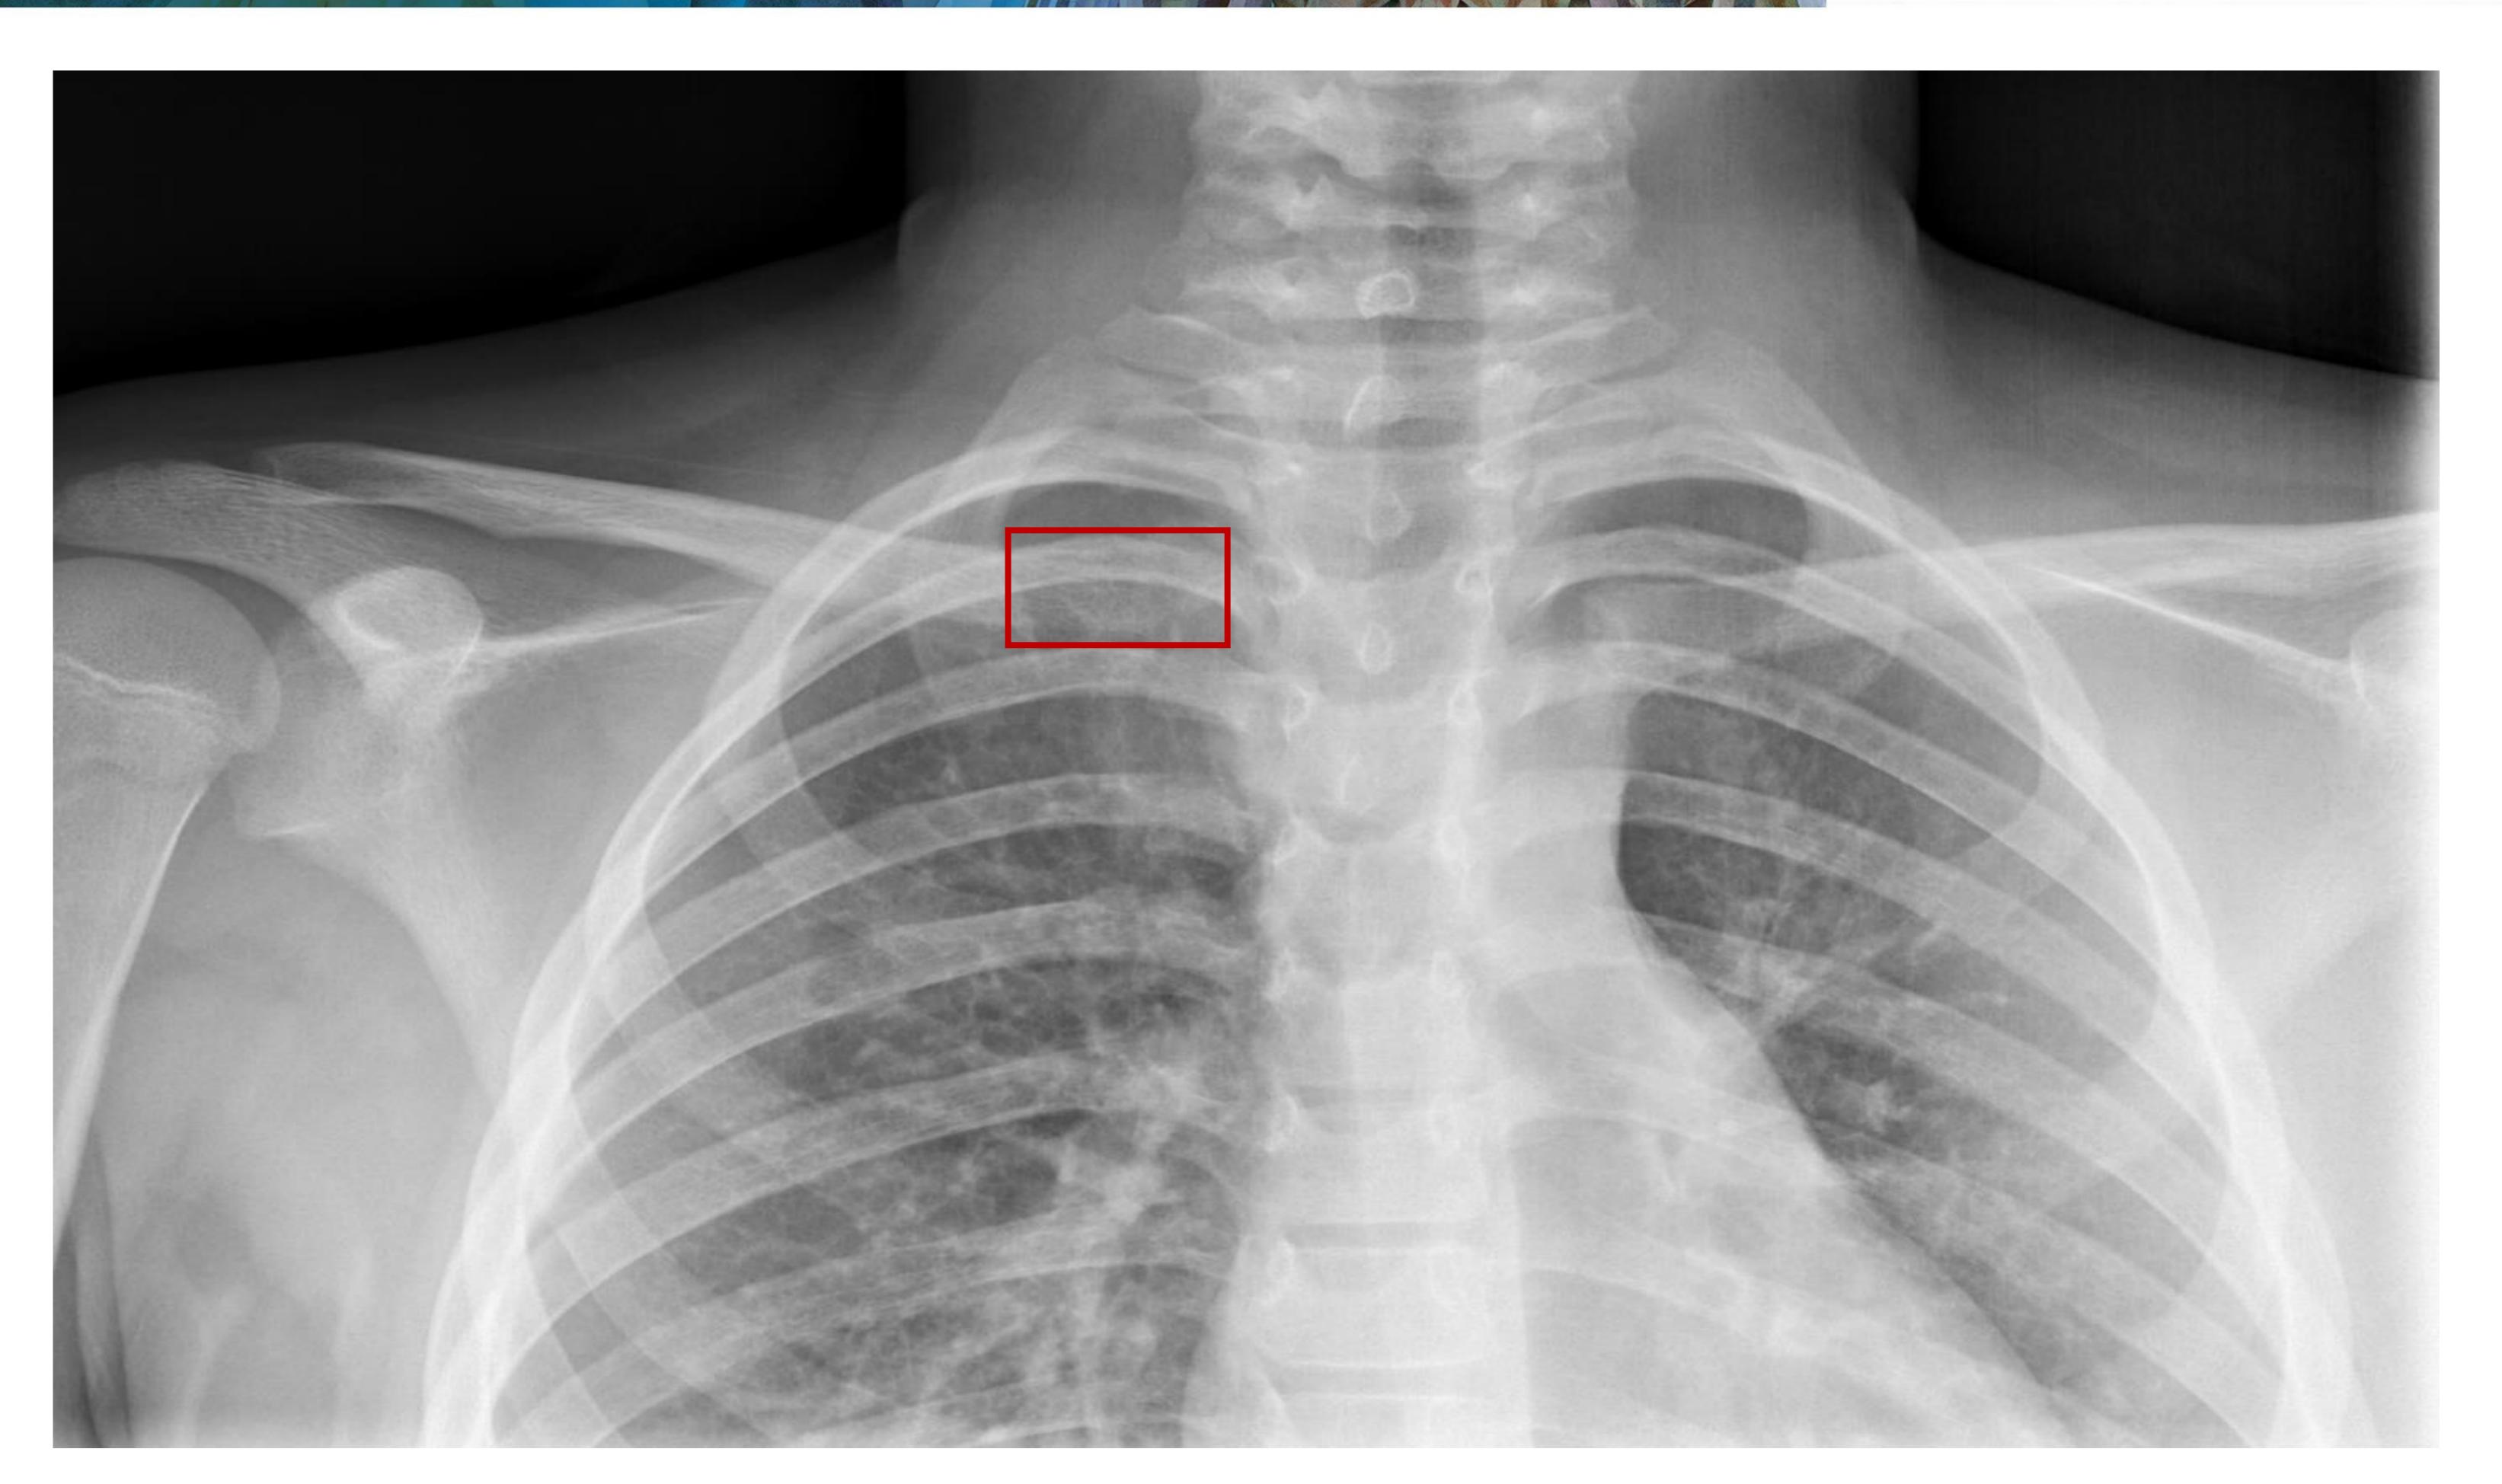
paciente de 12 años que consultó por tumoración en región clavicular derecha con episodios de dolor local esporádicos, se realizó radiografía de tórax en proyección posteroanterior que se muestra, observando únicamente un sutil ensanchamiento del tercio medial de la clavícula (rectángulo rojo).
